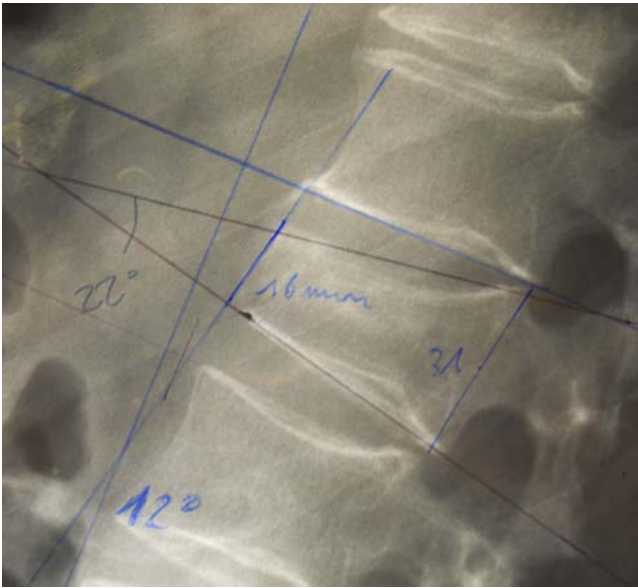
Exemple de mesures radiographiques.
